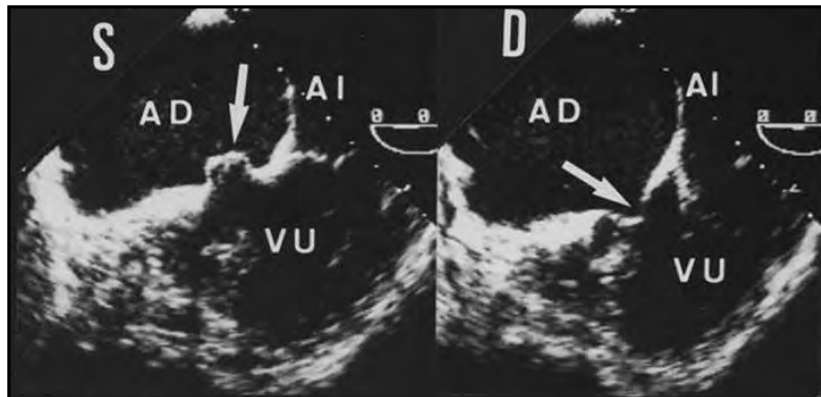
Ecografía del VU (Revista Española de Cardiología).
